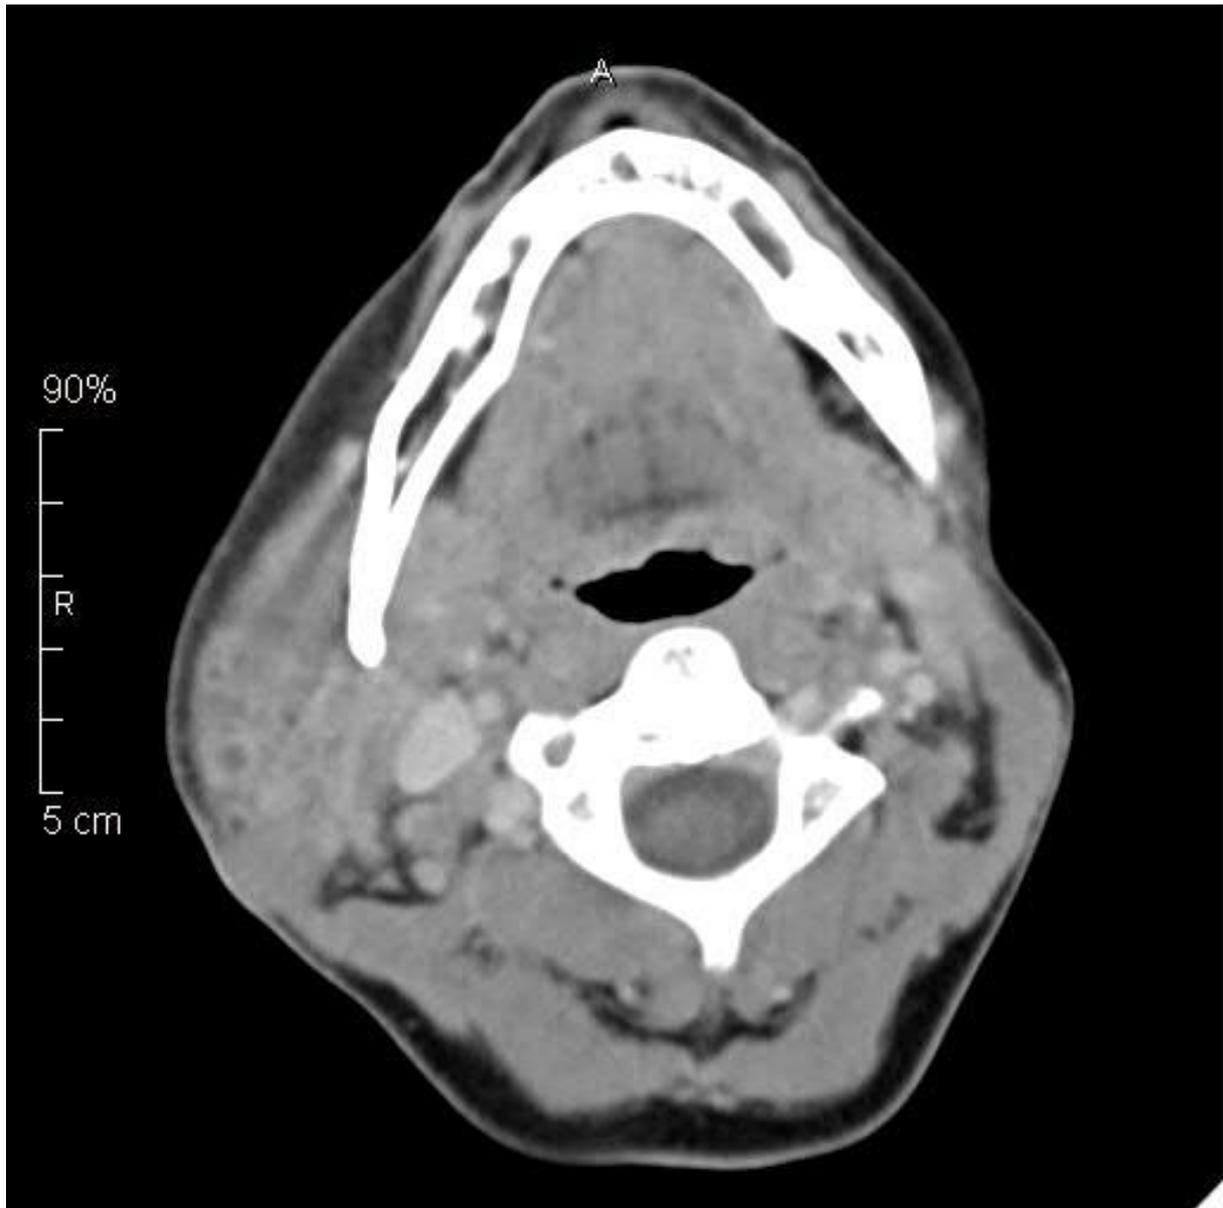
CT Gesicht-/Hals; multiple Abszesse in der rechten Gl. parotis bei akuter eitriger Parotitis
